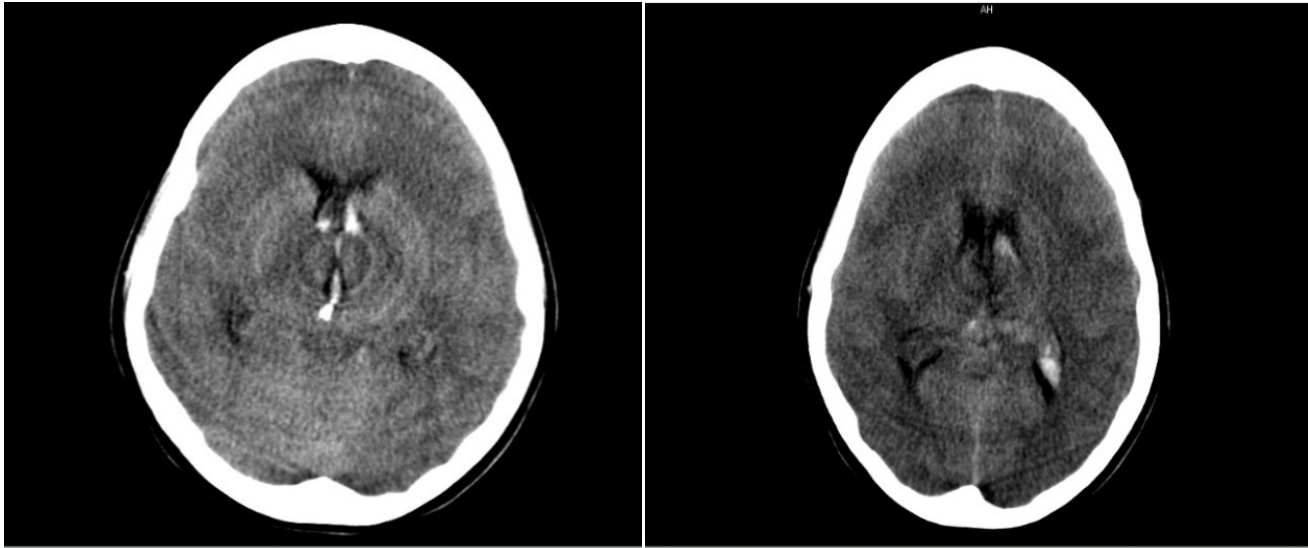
Tomografía Axial Computarizada de cráneo, corte axial donde se observa hemorragia intraventricular y calcificación cerca de III ventrículo. Fuente: Historia clínica del paciente.
